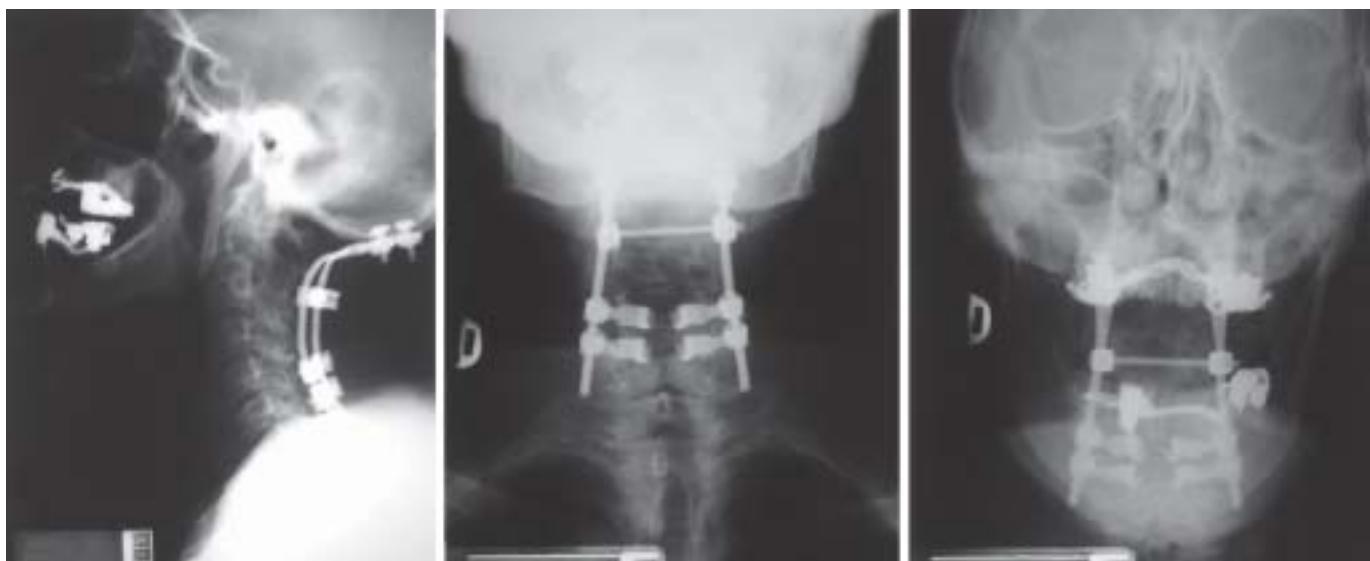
X-Rays Showing Cervical Vertebrae Fixation with Metal Rods.
